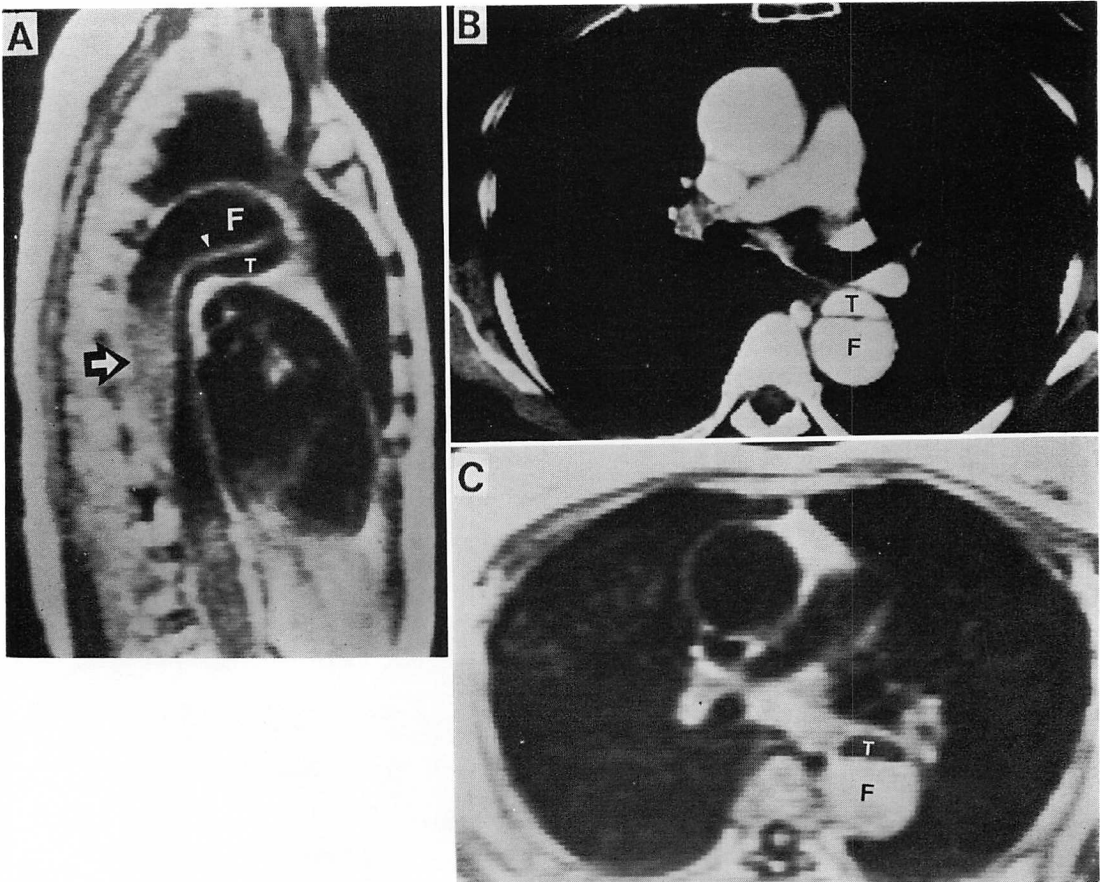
Typical MR images of DeBakey type IIIb dissection (Case 20).
